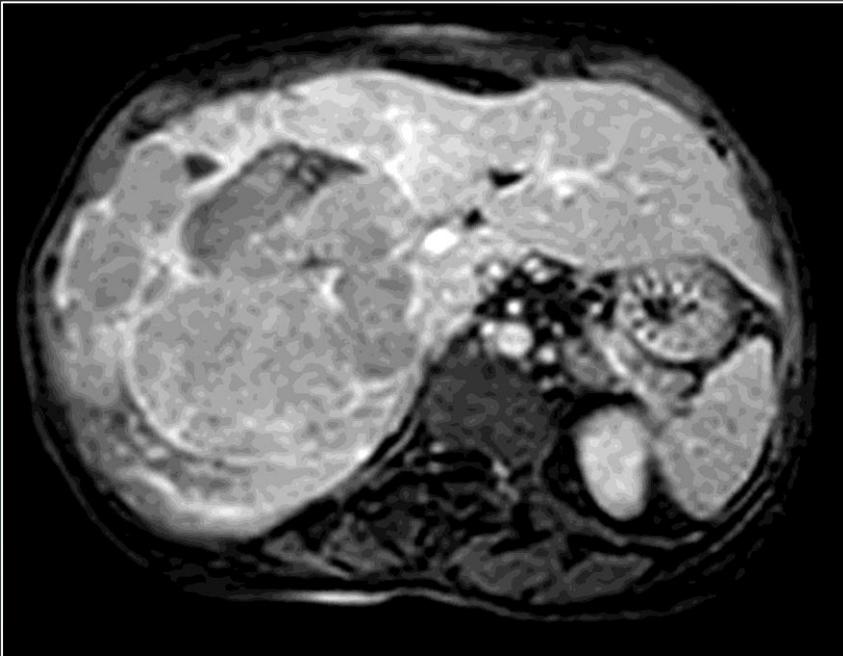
Corte axial de resonancia magnética de abdomen y pelvis con gadolinio.
